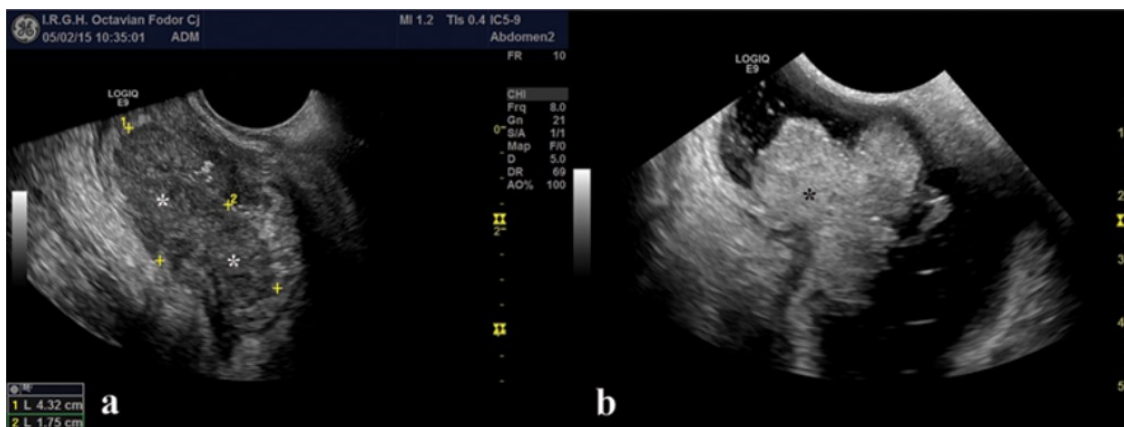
Immagine di un adenocarcinoma coloretale ottenuta con ecografia rettale endoscopica (ERUS) [35]
